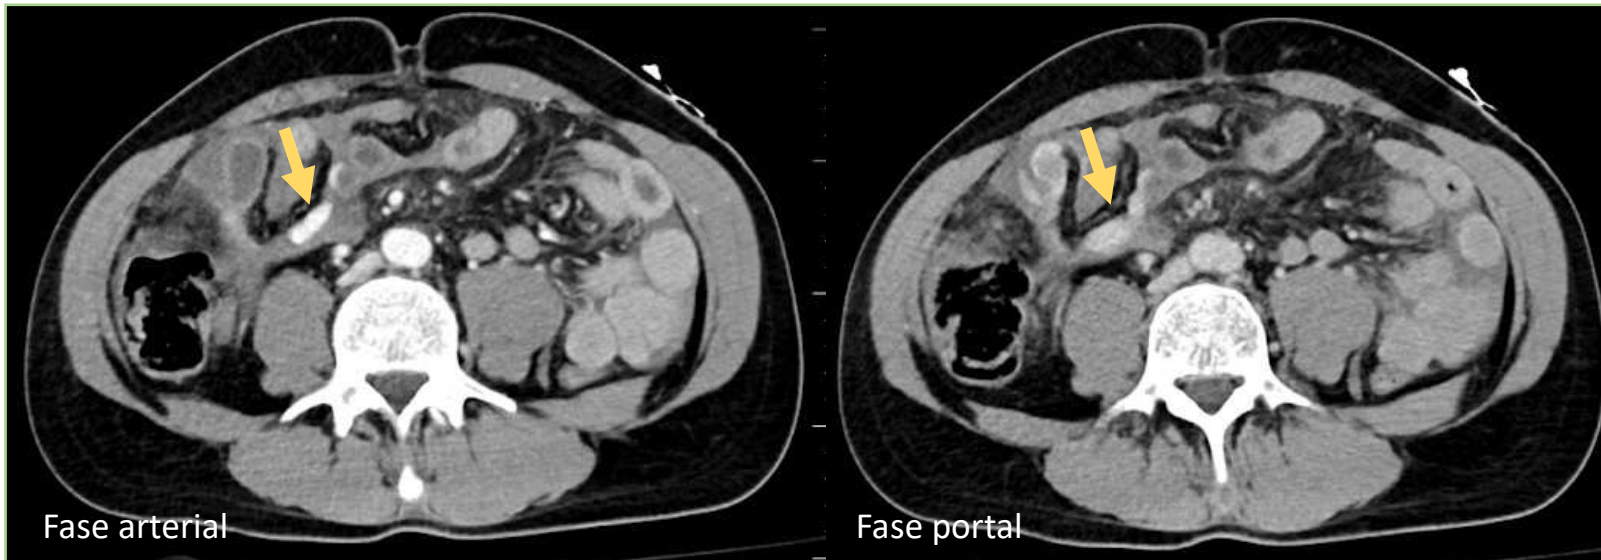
TC portal. Solución de continuidad mural de un asa intestinal (flecha).
